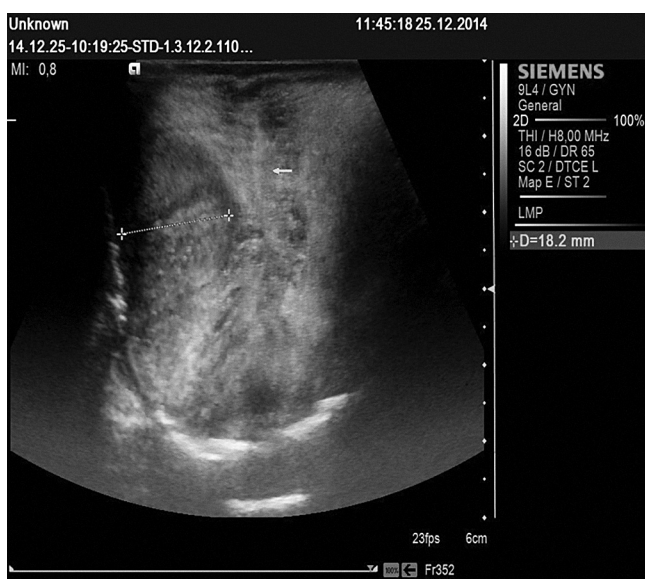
Ультразвуковая томограмма опухоли языка. Опухоль языка деформирует среднюю линию
